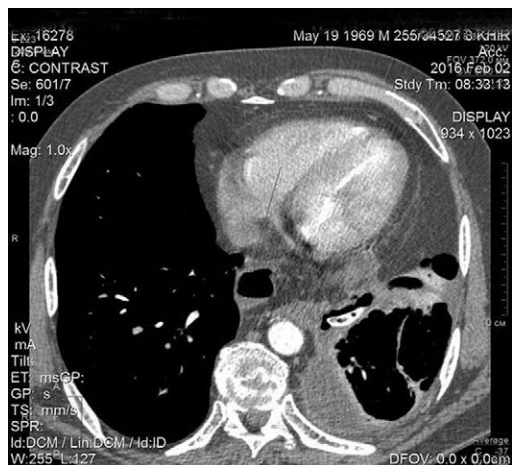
Контрольная компьютерная томография грудной клетки пациента Х. от 02.02.2016 (32-е сутки лечения). В средостении и плевральных полостях воспалительный процесс купировался
